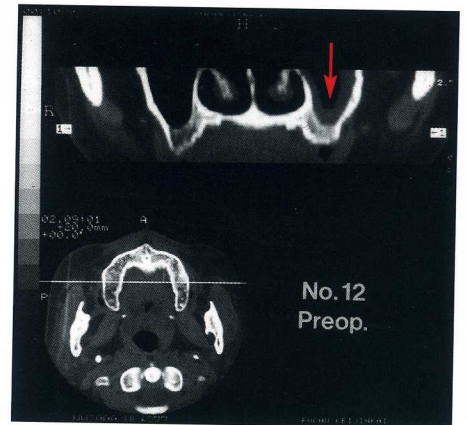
術前CT検査。左側上顎洞全周に3~6mmの洞粘膜肥厚像がみられた(矢印)。
